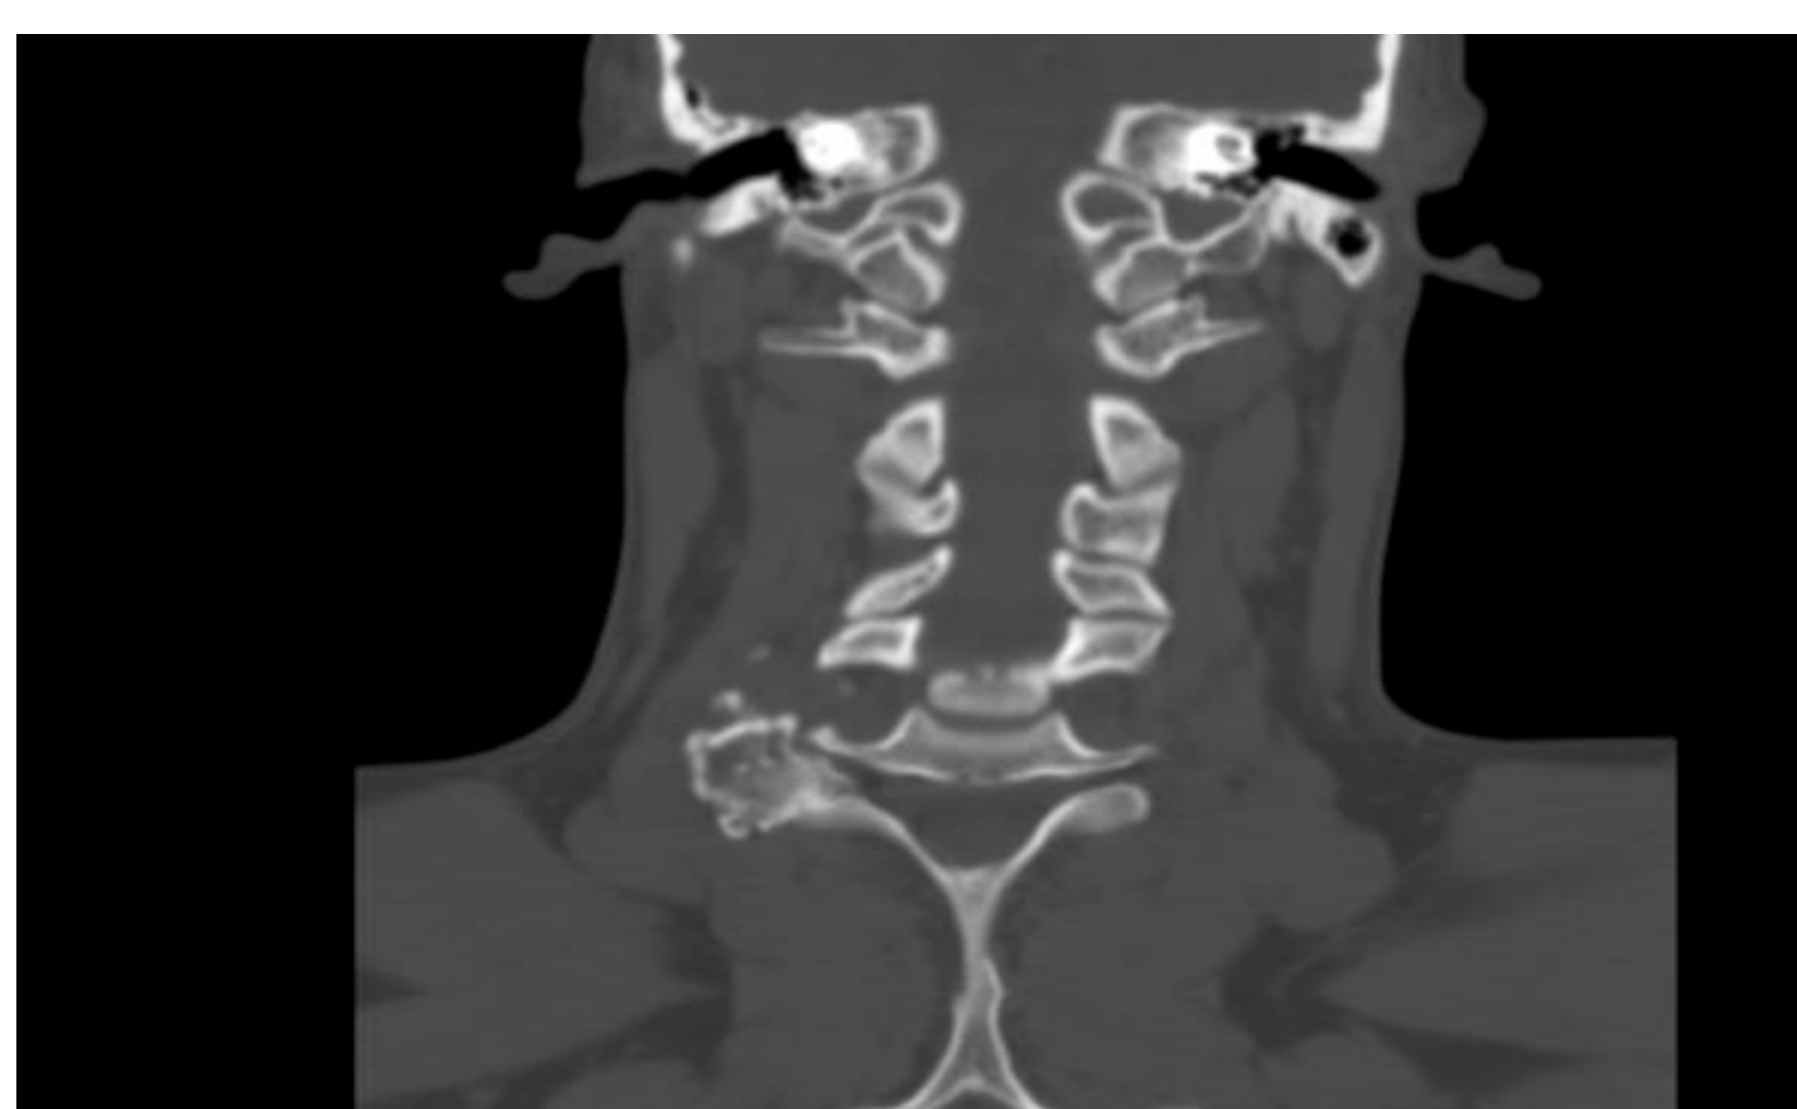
TAC de columna cervical simple (corte coronal)
